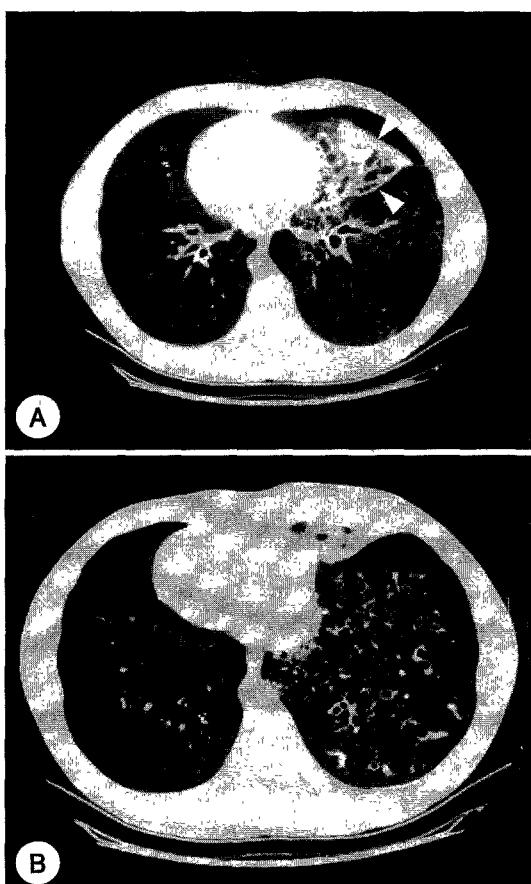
A, B : High-resolution CT scans at level of lower lung zone show dilatations in shrunken left middle lobe(arrows) and bronchial dilatations with thickened bronchial wall in left lower lobe. Also noted are poorly-defined centrilobular nodules and linear branching structures in both lower lobes, presenting bronchiolitis.
